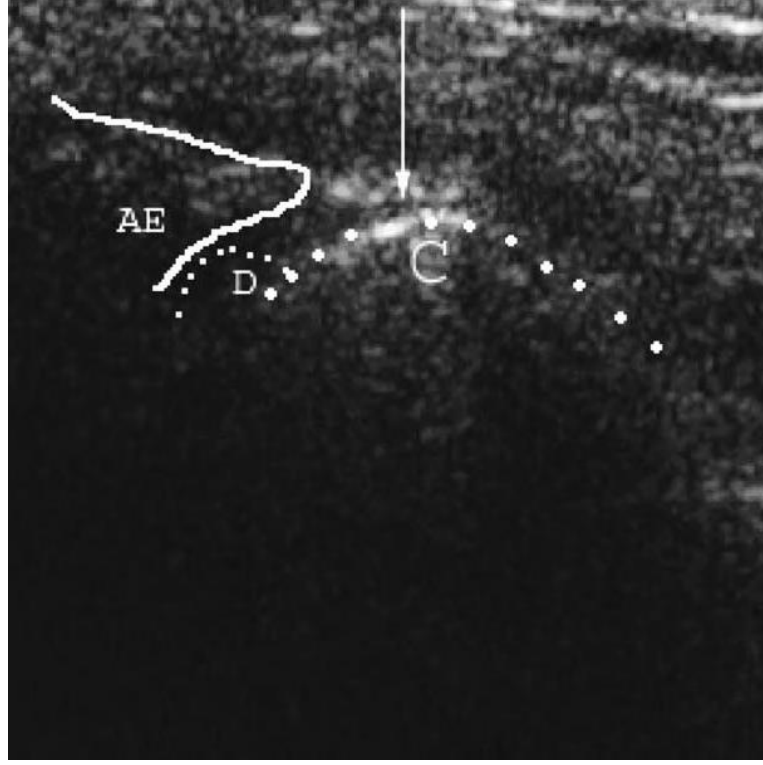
Ultrasonografik muayene (Brandlmaier ve ark., 2003)
